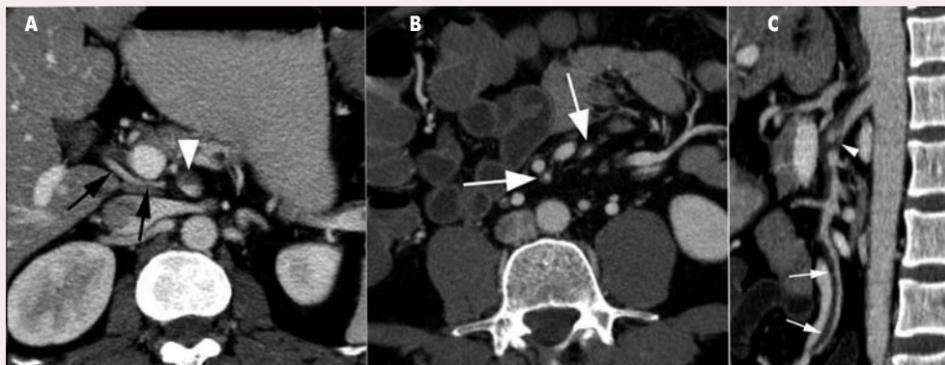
КТ с контрастным усилением, портальная фаза
